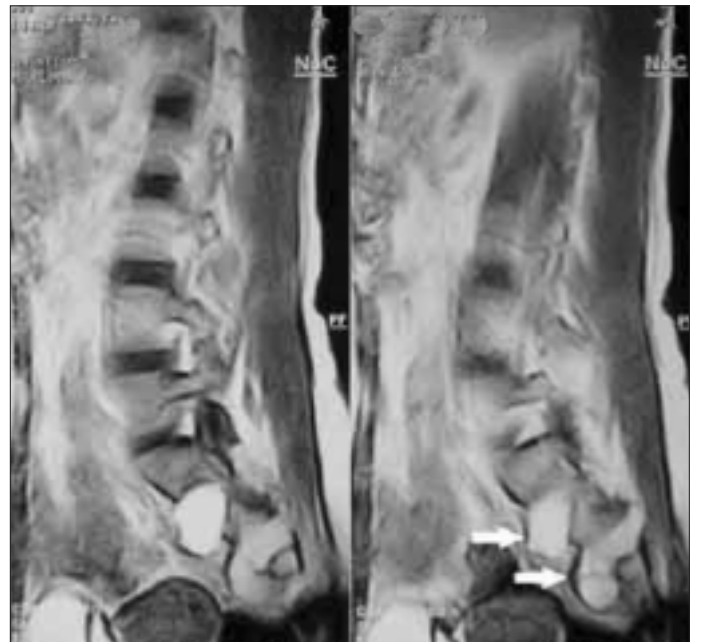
Operasyon öncesi sagittal planda lomber MRG kesitleri (SE T1 ve GRE T2).
